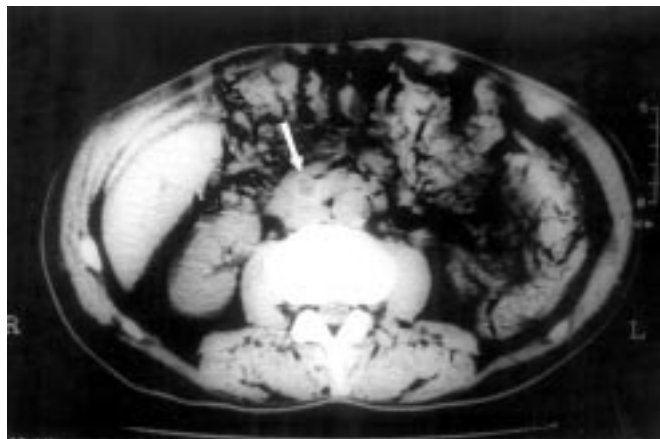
Tomografia computadorizada de abdome mostrando colédoco muito dilatado com imagem de cálculo no seu interior (seta).
